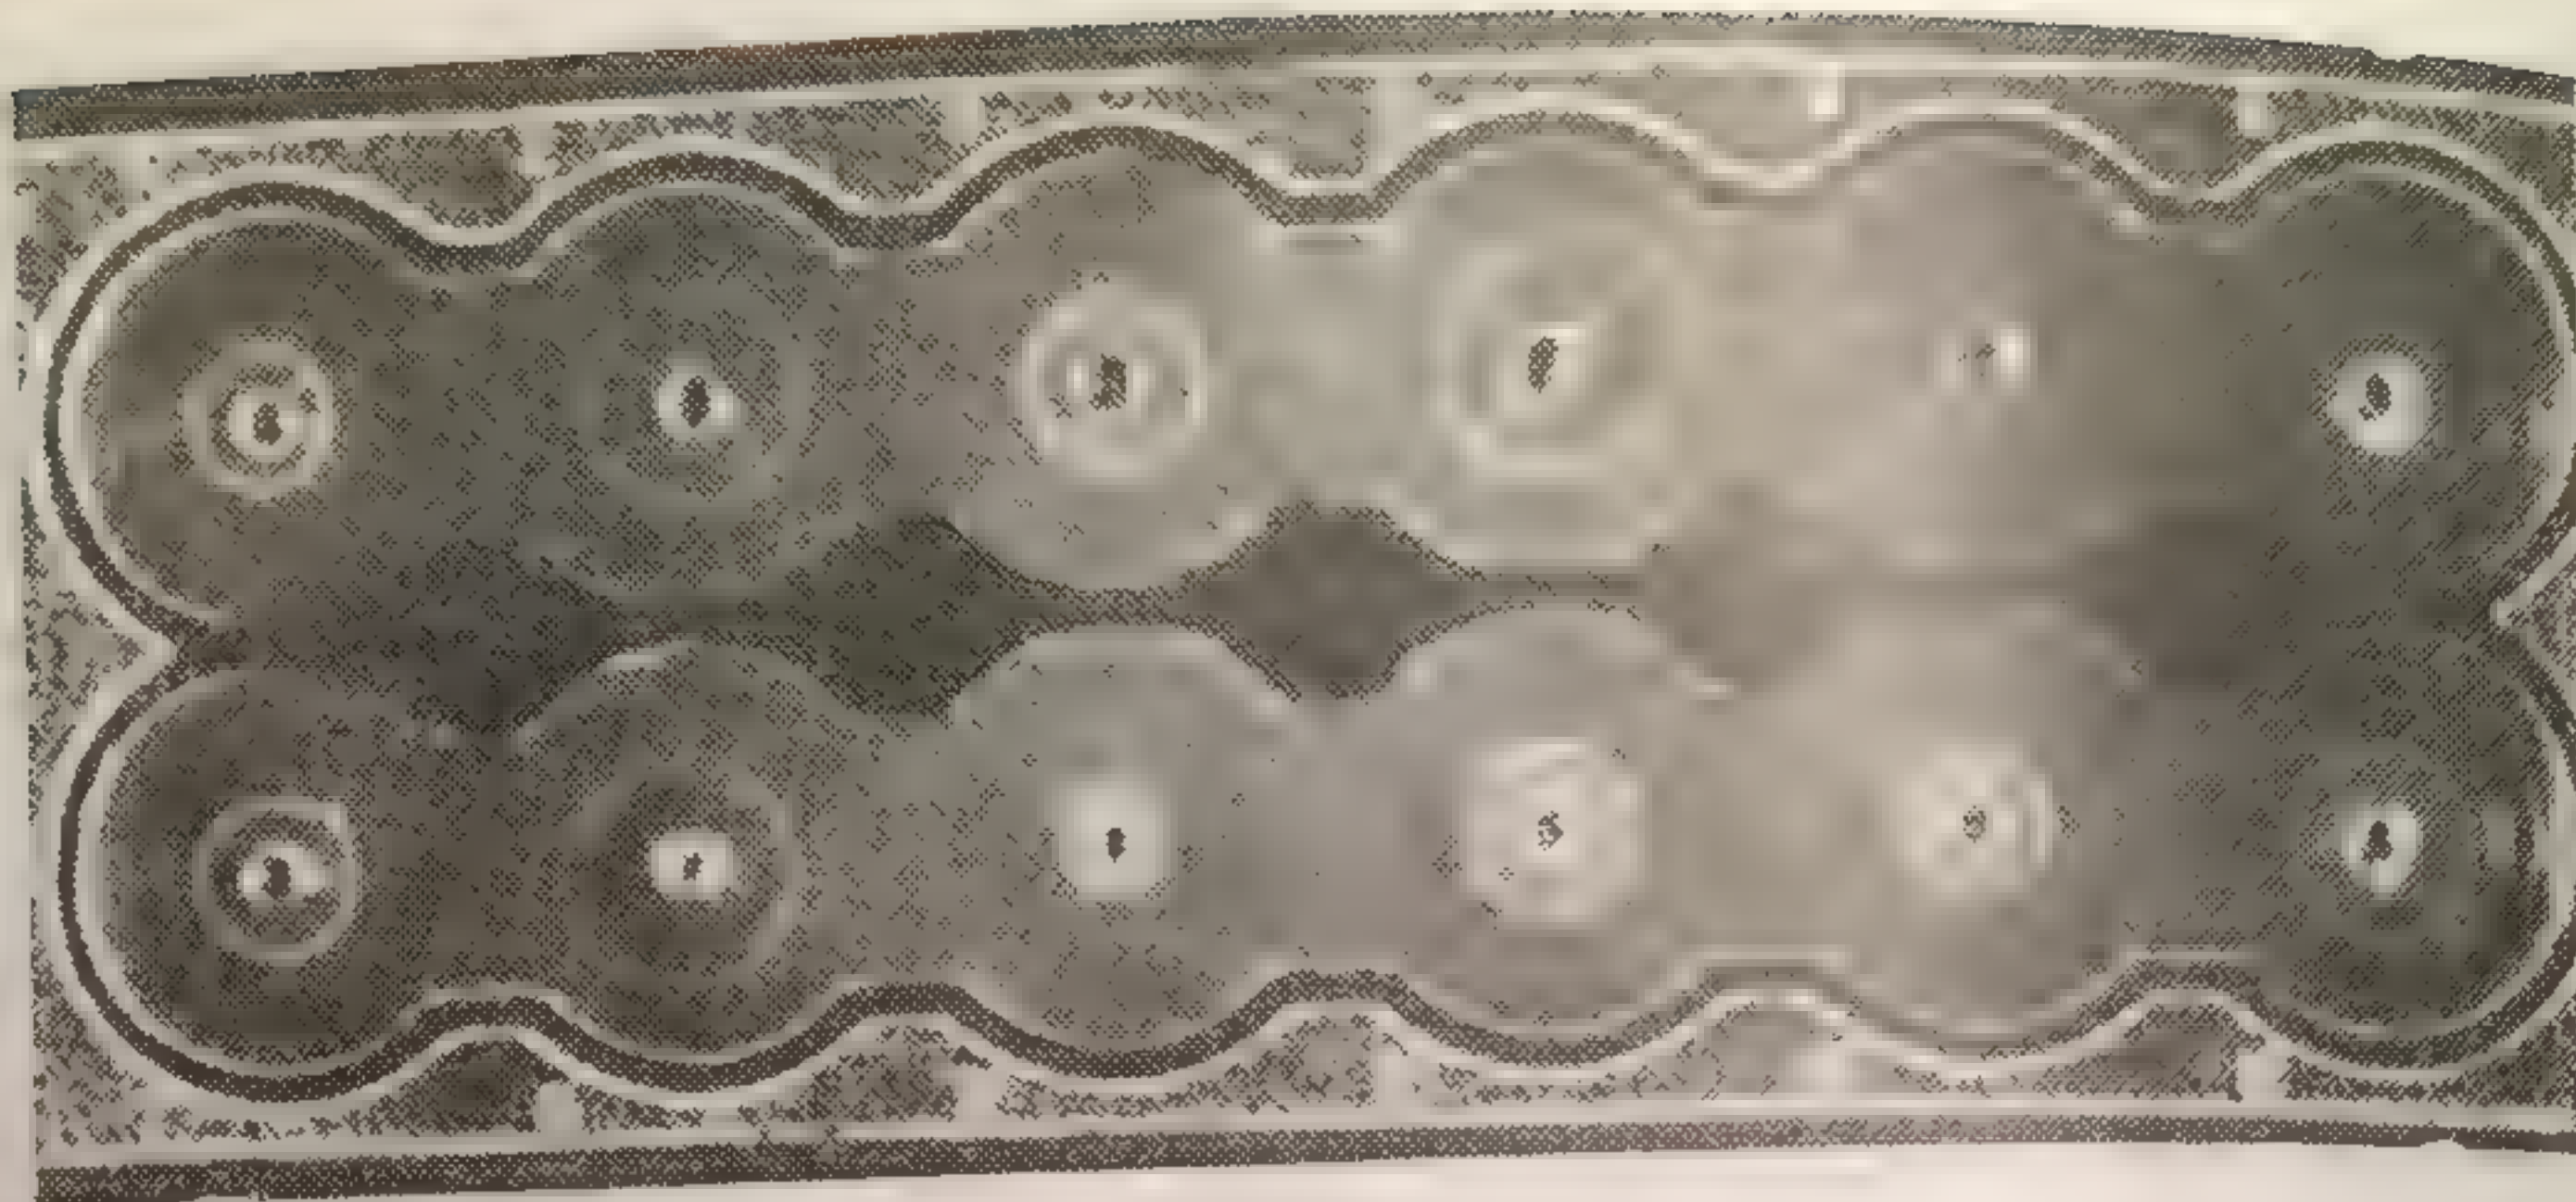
Количественное содержание IgA в прогретой (нечетные лунки) сыворотке больных с хроническими заболеваниями печени. Метод радиальной иммунодиффузии Манчини.
